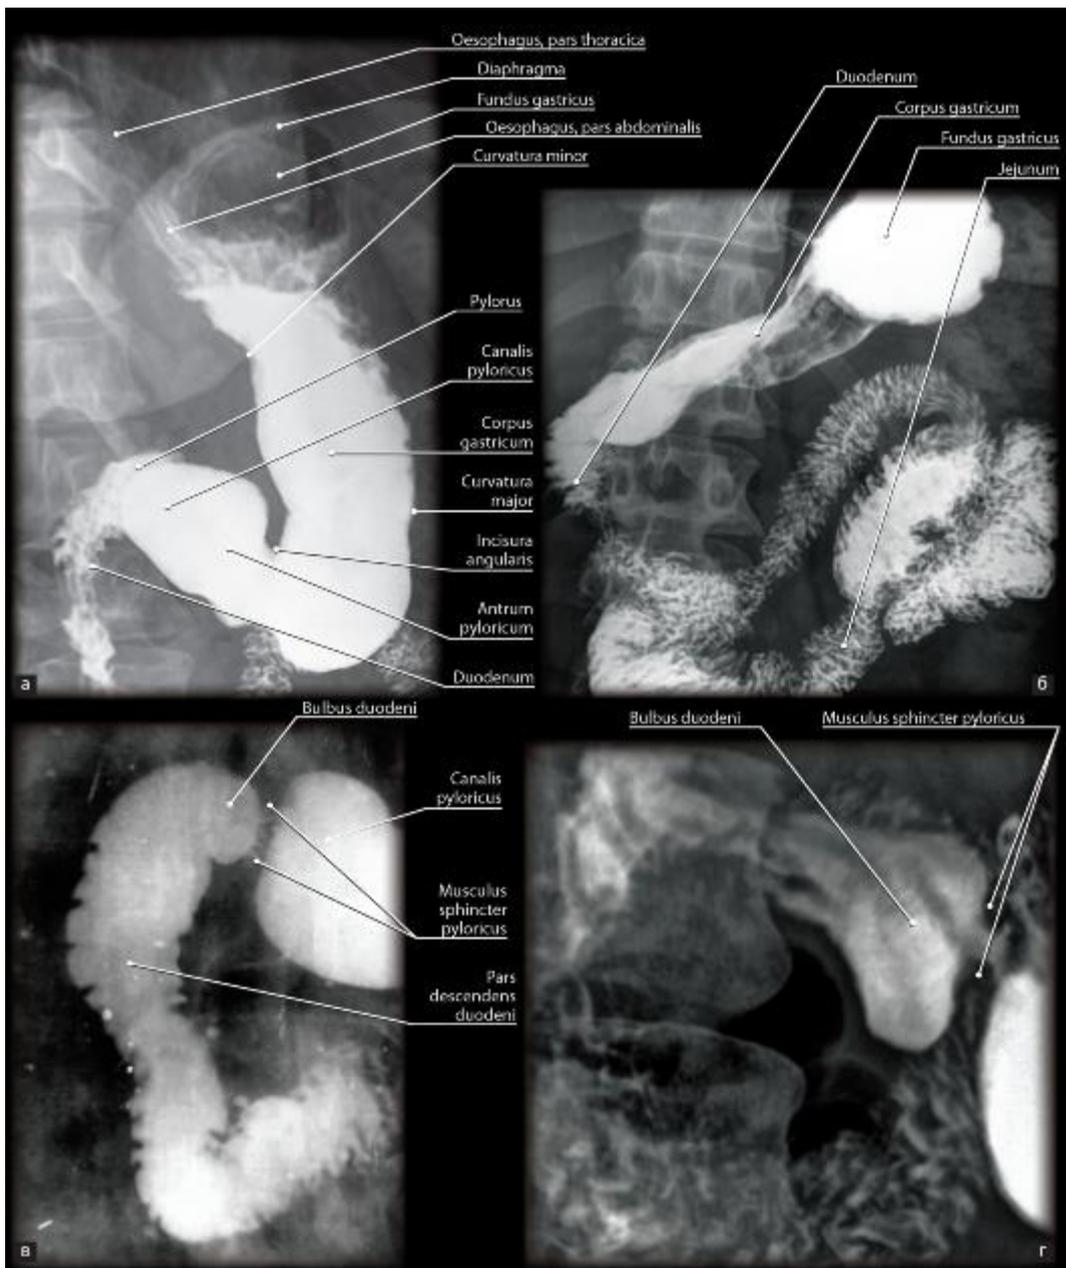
Рентгенограмма желудка и двенадцатиперстной кишки: а - прямая (обзорная) проекция, б - прямая проекция (лежа). Рентгенограмма 12-перстной кишки (в, г). Контрастирование бариевой взвесью
